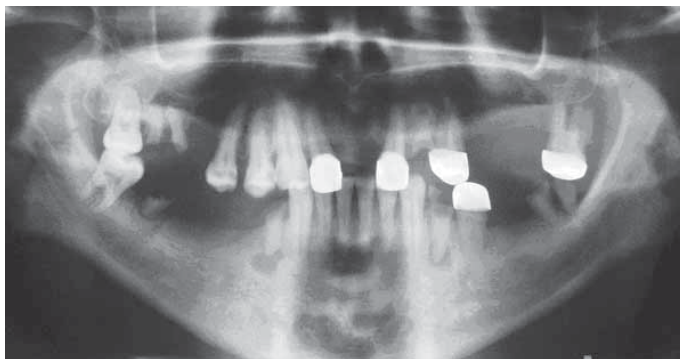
Ортопантомограмма пациента Н. (высокая интенсивность кариеса и патологической стираемости зубов)
